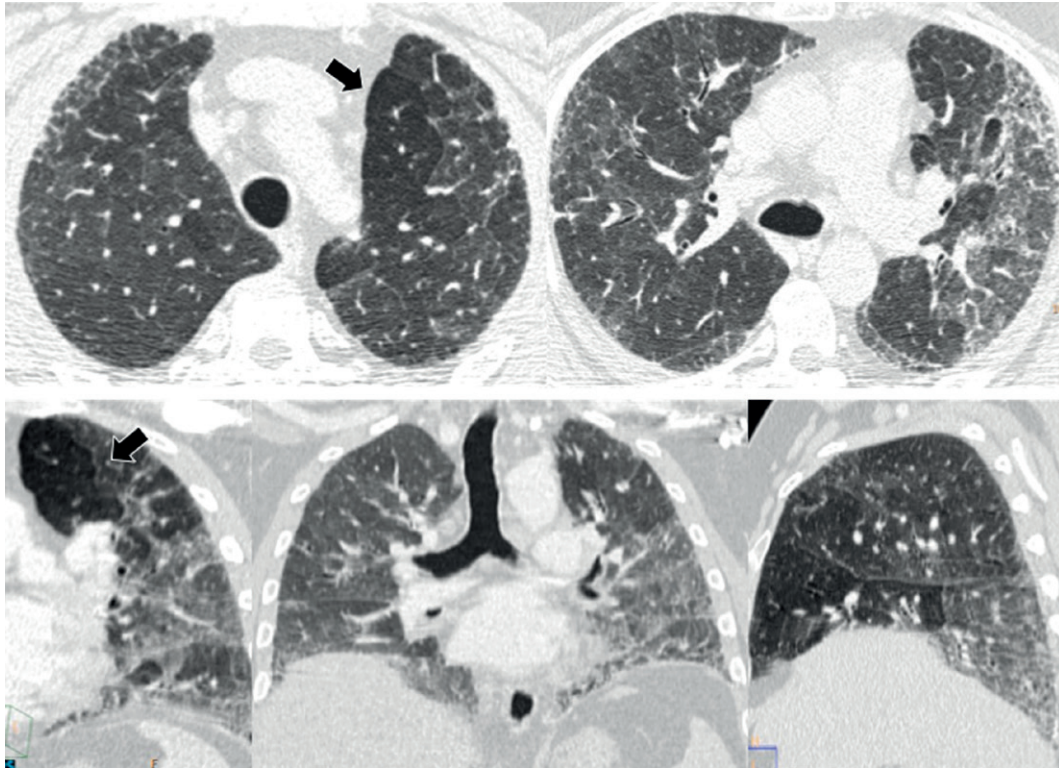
Achados da TC na PH não-fibrótica: atenuação em mosaico difusa; opacidades em vidro fosco, sinais de aprisionamento aéreo, com hiperinflação isolada ou de conjuntos de lóbulos pulmonares secundários (setas) e associação destes achados, formando o sinal das três densidades.
